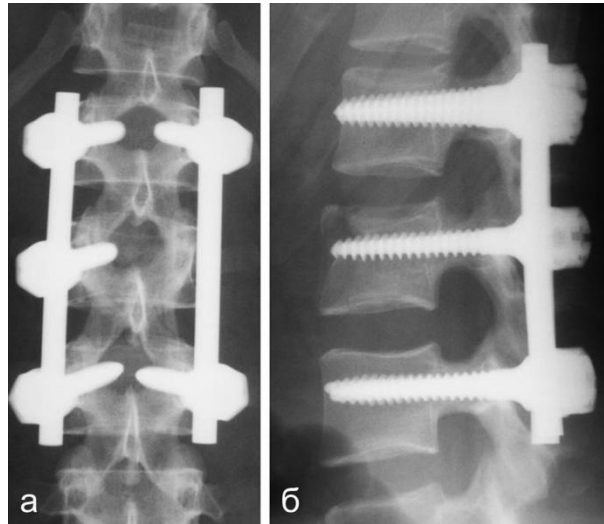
Прицельные рентгенограммы грудно-поясничного отдела позвоночника в прямой (а) и боковой (б) проекциях. Результат коррекции деформации и транспедикулярной фиксации L_I-L_{II}-L_{III} позвонков – регресс вертебро-медуллярного конфликта
